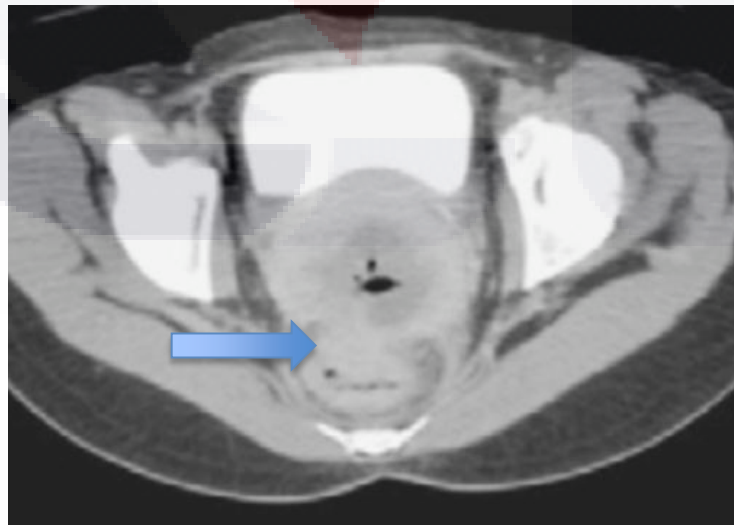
TC contrastada cáncer cervicouterino invasión pared del recto.
